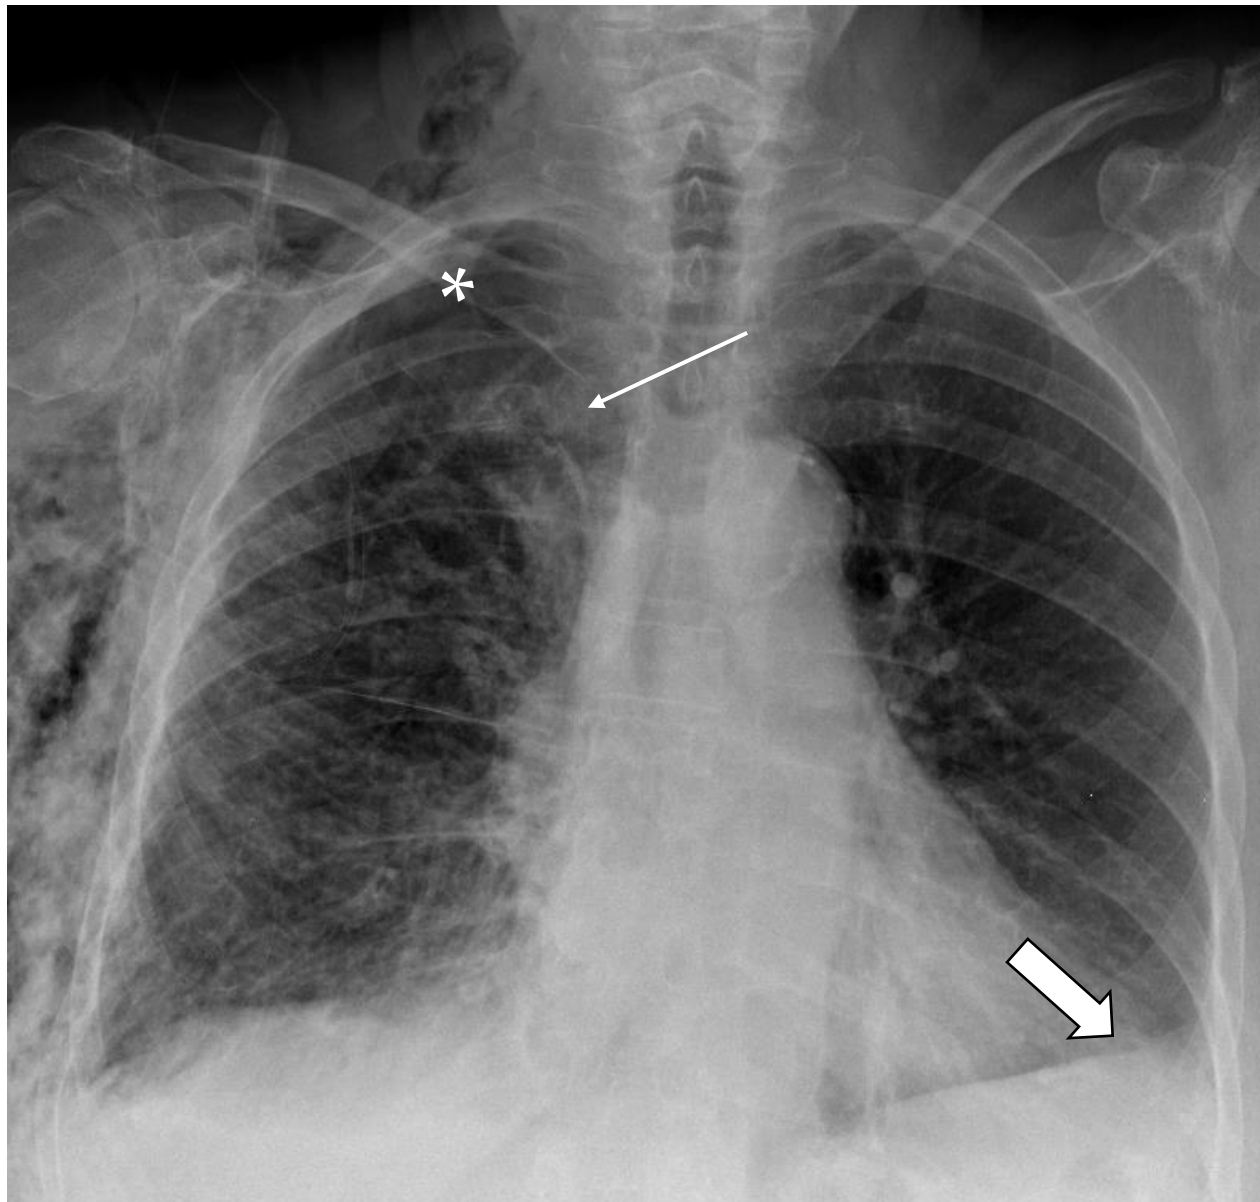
Radiografía PA de paciente intervenido de segmentectomía de lóbulo superior derecho. Neumotórax postquirúrgico (asterisco), consolidación paratraqueal derecha (flecha fina) y derrame pleural izquierdo (flecha gruesa) detectados tanto por el radiólogo autónomo como por la IA.
